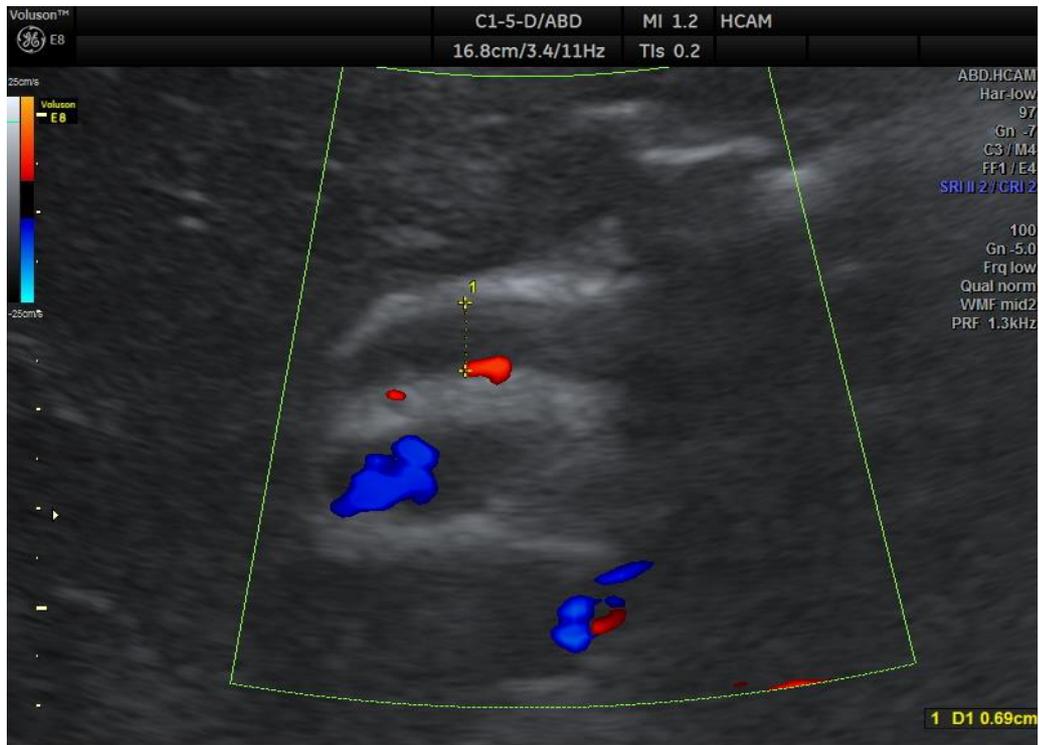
Ecografía Dilatación retrógrada discreta de vía biliar
